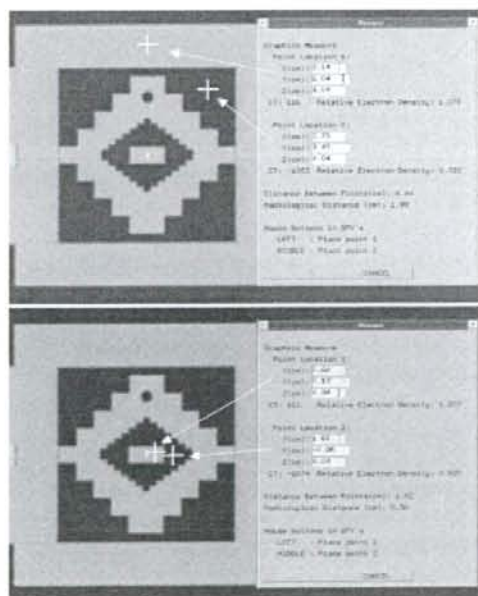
The decide of CT value of acrylic and air of MLC phantom.
